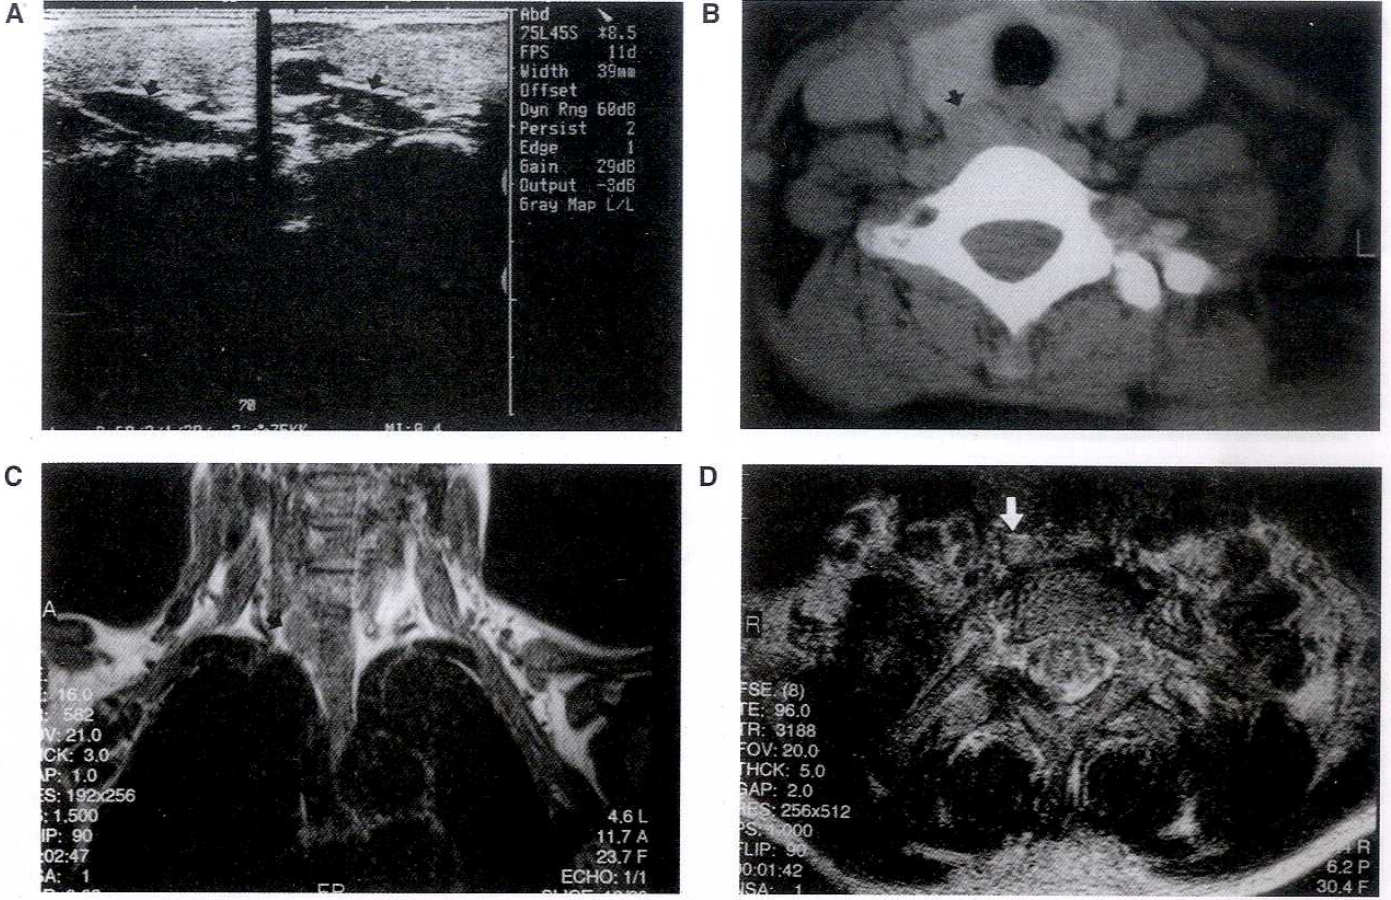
A. Transvers ve longitudinal US incelemede sağ tiroid lobu posteriorunda tiroid glandı ile sınırları ayırt edilebilen, düzgün sınırlı hipoeoik kitle lezyonu (ok), B. Aksiyal BT incelemede sağ tiroid lobu postero-inferiorunda kasa göre hafif hipodens düzgün konturlu kitle lezyonu (ok) izlenmektedir. C. Kitle koronal T1A kesitlerde kas ile izointens (ok), D. Aksiyal T2A kesitlerde hafif hiperintens (ok) görülmektedir.
